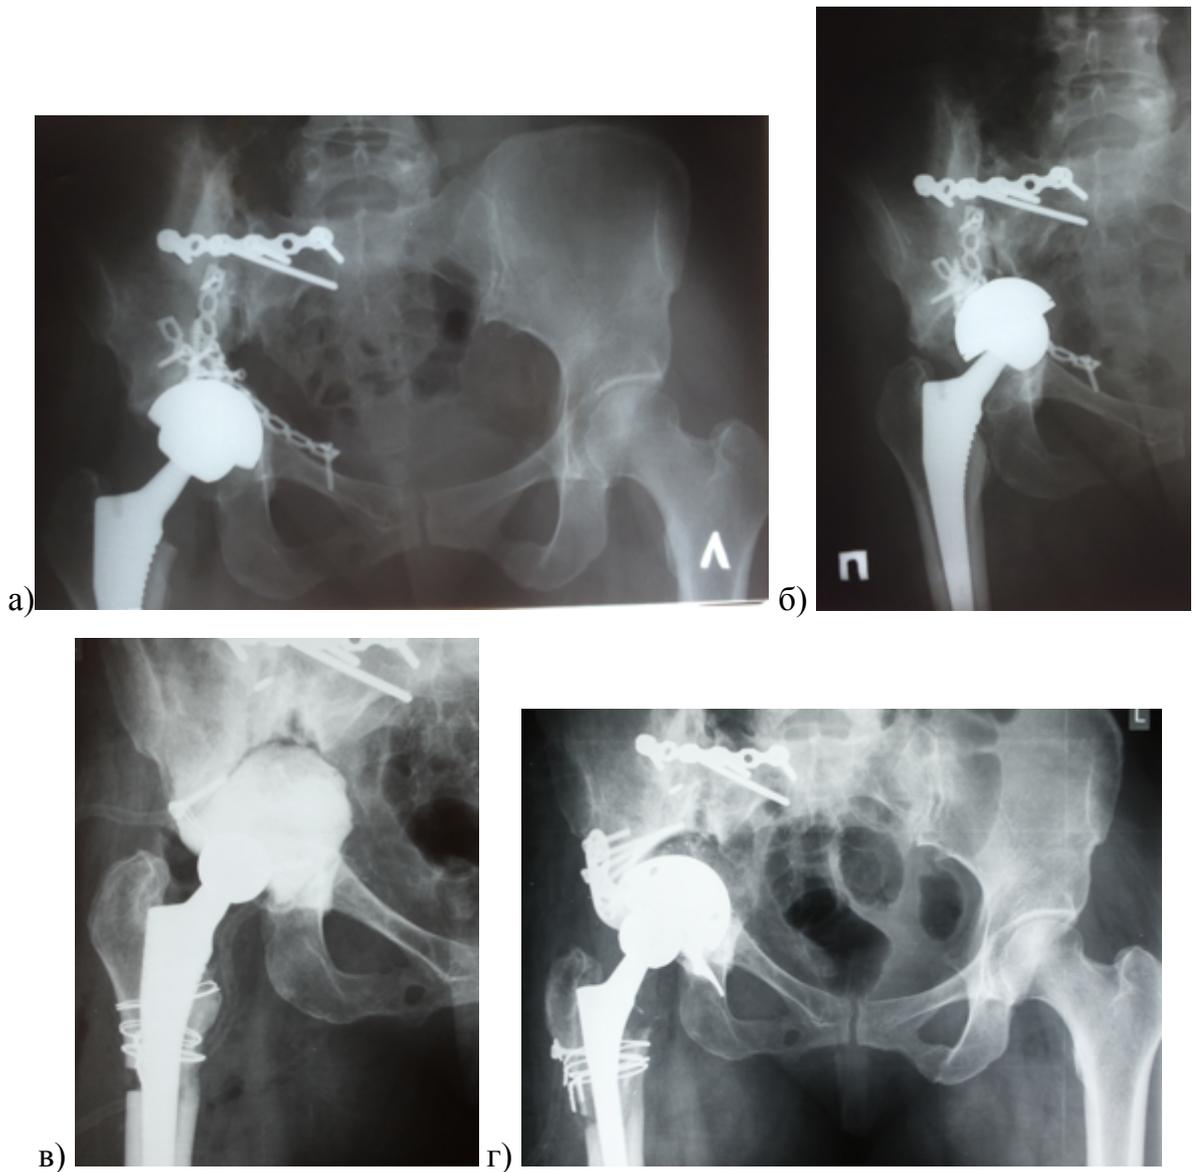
Рентгенограммы пациентки 42 лет с последствиями перелома вертлужной впадины, изначально был выполнен остеосинтез, через семь лет эндопротезирование ТБС по поводу асептического некроза головки бедренной кости: а) при первичном эндопротезировании была установлена пресс-фит чашка без дополнительной фиксации винтами; б) через два года после операции развилось асептическое расшатывание и миграция чашки за линию Kohler; в) при ревизионной операции диагностированы признаки перипротезной инфекции, что потребовало также удаления бедренного компонента с использованием расширенной вертельной остеотомии и установлен артикулирующий спейсер; г) вторым этапом выполнено замещение дефекта двумя металлическими аугментами и установлены ревизионный бедренный компонент Wagner и Burch-Schneider кейдж с цементной фиксацией полиэтиленового вкладыша
